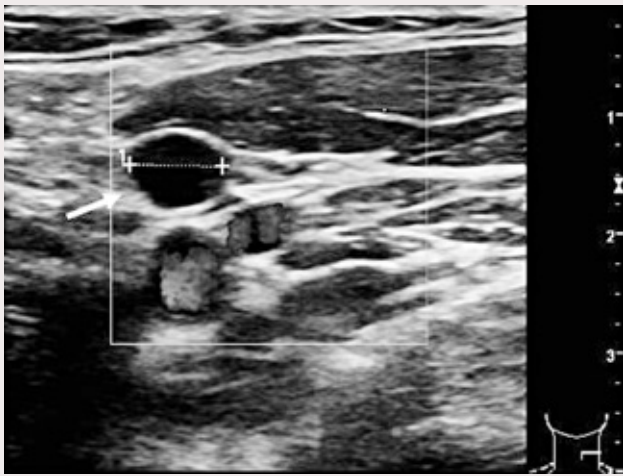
Ultralyd Doppler viser en liten rund lymfeknute metastase (pil). Lymfeknuten er hypo-ekkogen, avaskulær og er uten en ekkogen hilus.
